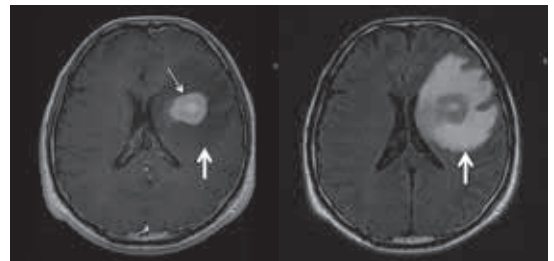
初診時 MRI。造影 T1 強調像(左)では約3cm 大の比較的均一に強く造影される腫瘍を認めた。FLAIR 像(右)では腫瘍周囲の脳実質に浮腫を認めた。
